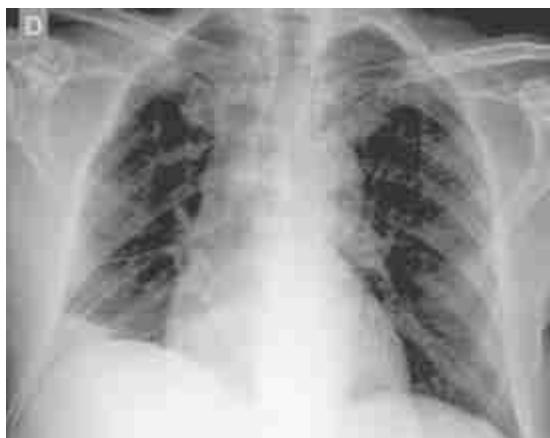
Radiografia de tórax mostrando cavitação em lobo superior do pulmão direito.
